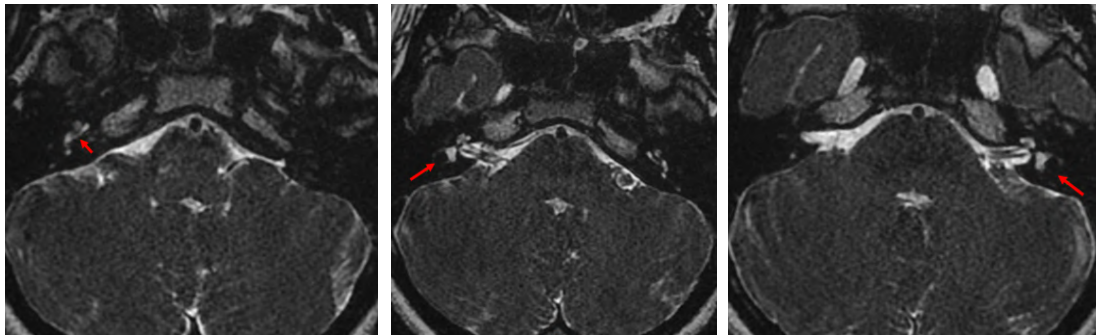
IRM des conduits auditifs internes en séquence T2 montrant une perte de l'hypersignal des liquides labyrinthiques en rapport avec une labyrinthite aiguë bilatérale
